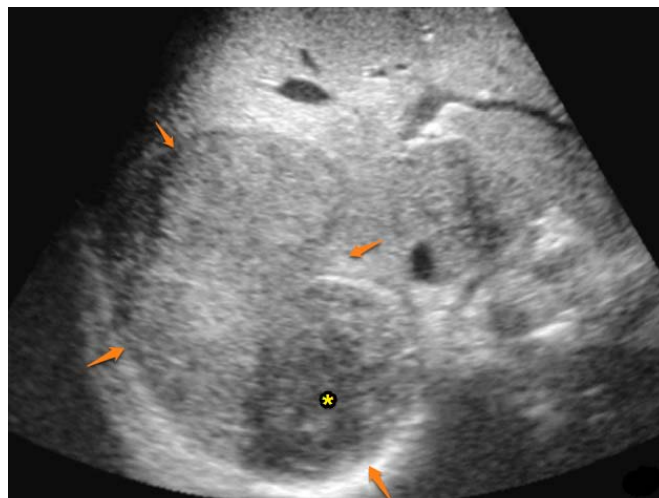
Sarcome hépatique indifférencié chez une fille de 6 ans, avec fièvre et altération de l'état général. L'échographie objective une masse essentiellement tissulaire hétérogène (flèches), de contours réguliers bien limités et comportant des portions plus hypoéchogènes (étoile), hétérogènes probablement liquidiennes [2].
